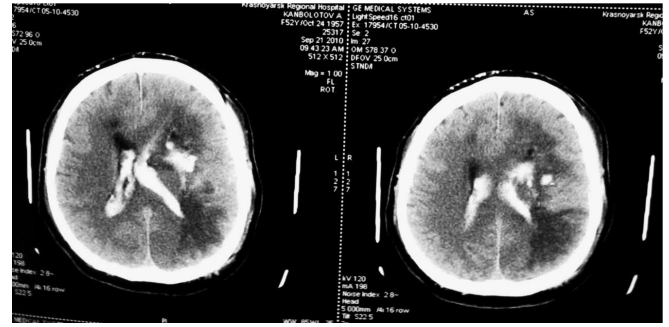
МСКТ-снимок головного мозга больного К., 60 лет. 3-е сутки после открытого удаления путамённой гематомы слева.
